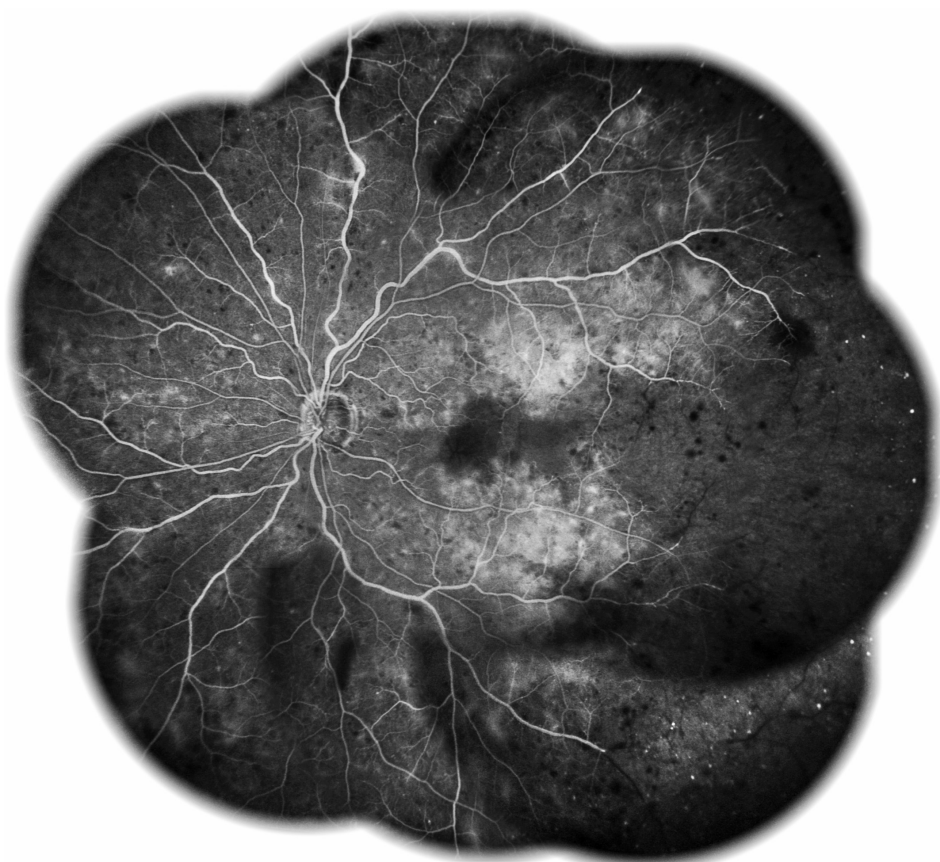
Данные флюоресцентной ангиографии левого глаза пациентки Б. на 16 неделе лечения, венозная фаза. Имеется обширная зона неперфузируемой сетчатки с дефектами заполнения сосудов и интратетинальными геморрагиями с височной стороны на крайней периферии в верхне-височном квадранте, на крайней и средней периферии в нижне-височном квадранте, с захватом макулярной зоны и вплоть до крайней периферии с височной стороны. Кистозный отёк в центре макулярной зоны.
